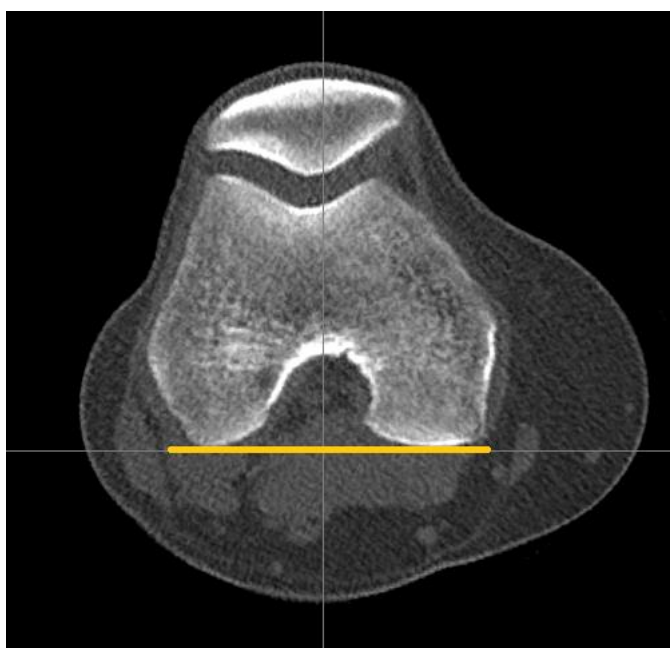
Томограмма коленного сустава в косо-аксиальной проекции, полученная при функциональной МСКТ, с выведением условной задней чрезмыщелковой линии (желтая линия) и наибольшего аксиального размера надколенника. Данная проекция позволяет достоверно оценить пателлофemorальное сочленение
